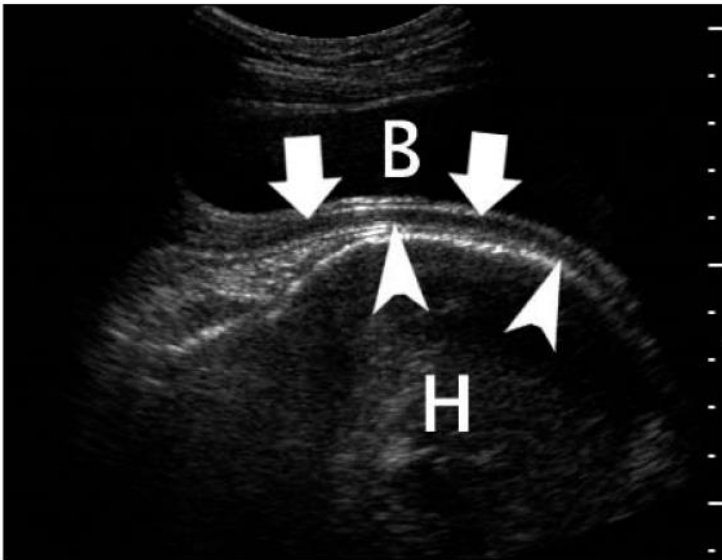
Ecografía longitudinal del segmento uterino de un control de una paciente que muestra la pared de la vejiga urinaria y la interfaz del miometrio (flechas), la membrana corioamniótica y la interfaz del líquido amniótico (puntas de flecha). B indica la vejiga urinaria; y H, la cabeza del feto.
